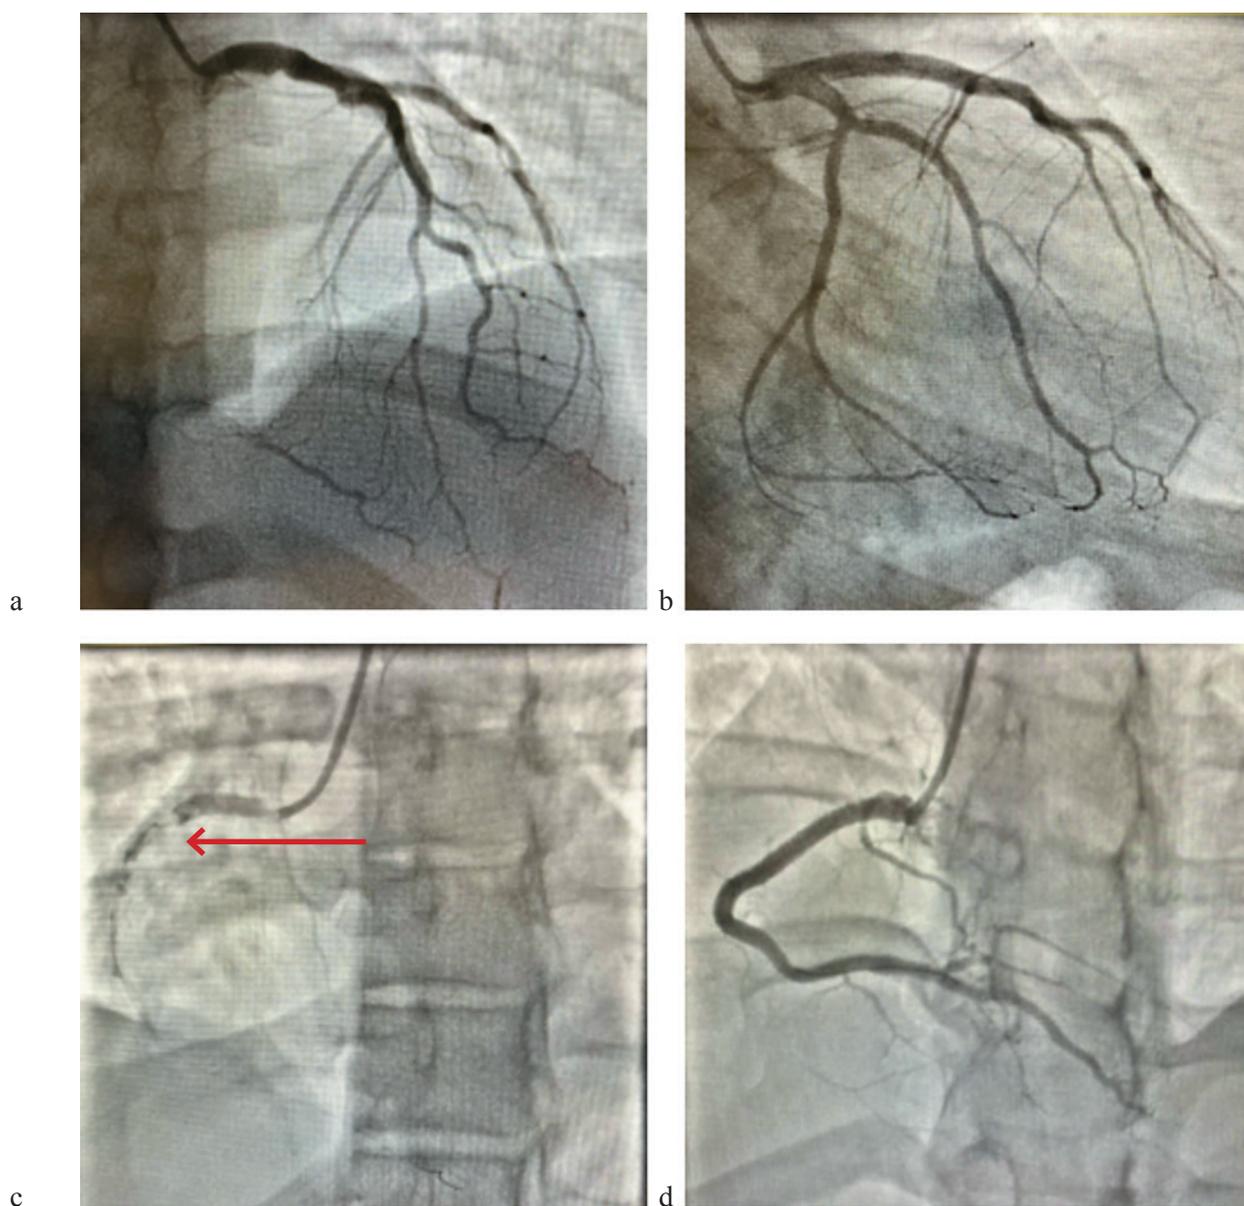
Снимок КТ-ангиографии сосудов сердца. Стрелкой указана окклюзия в проксимальной трети ПКА (отсутствие контрастирования ПКА примерно на протяжении 5 мм)
